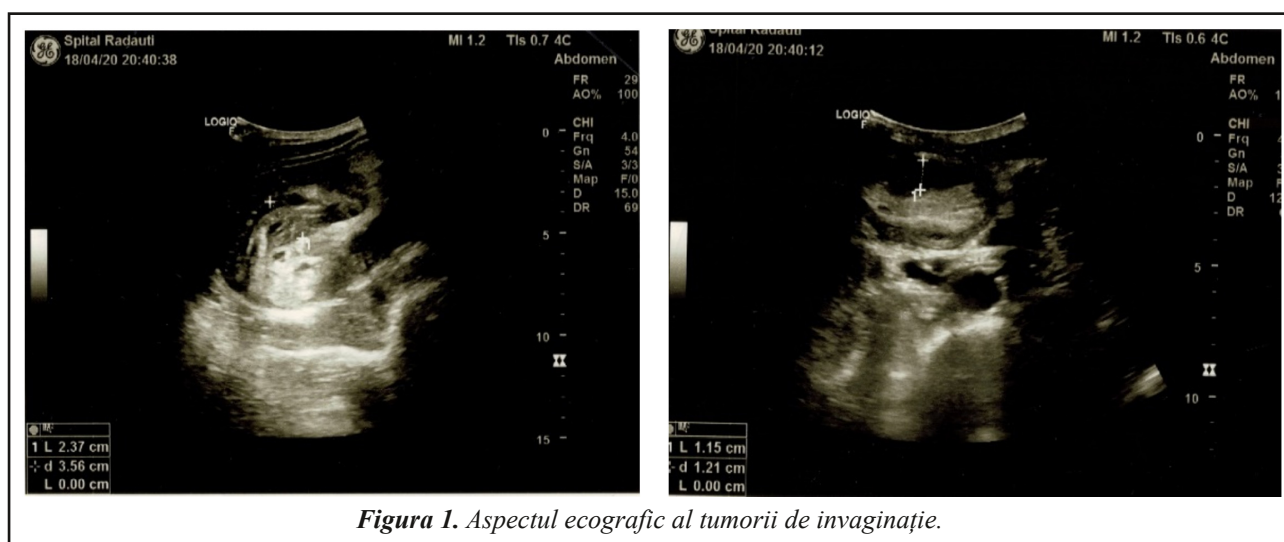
Aspectul ecografic al tumorii de invaginație.
